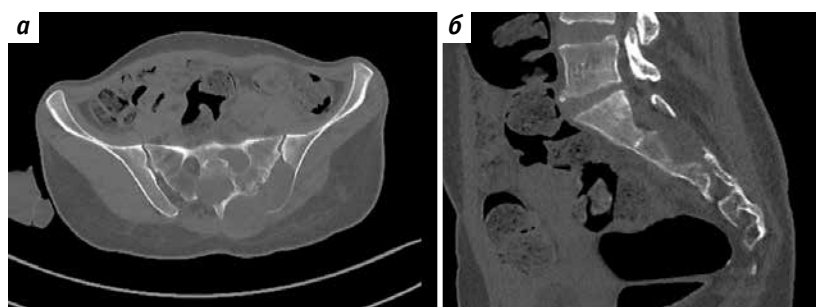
Предоперационная компьютерная томография органов малого таза: а – аксиальная проекция; б – сагиттальная проекция. Остеолитическое поражение крестца с вовлечением правой подвздошной кости и наличием внекостного компонента, распространяющегося на пресакральную область и оттесняющего крестцовый канал
